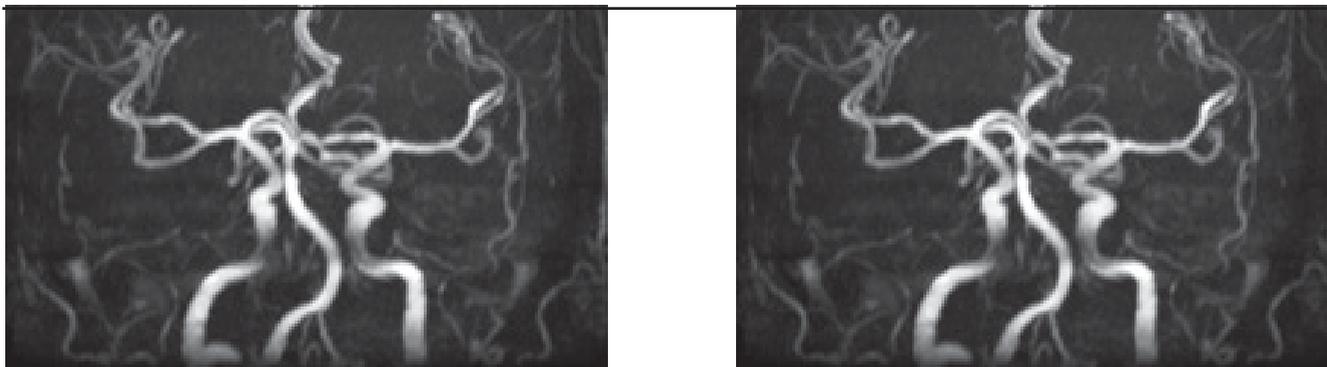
Angio resonancia. No se evidencian alteraciones vasculares mayores.
